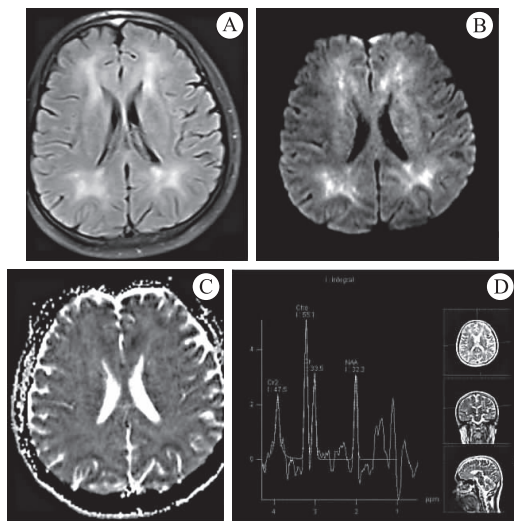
头颅 MRI 提示双侧侧脑室旁白质异常信号影 液体衰减反转恢复序列(Fluid-attenuated inversion recovery,FLAIR)高信号(A),弥散加权成像(Diffusion weighted imaging,DWI)高信号(B),表现弥散系数(Arentdiffusion coefficient,ADC)等低信号(C),MRS 中 NAA 峰降低,Cho 峰升高(D)
